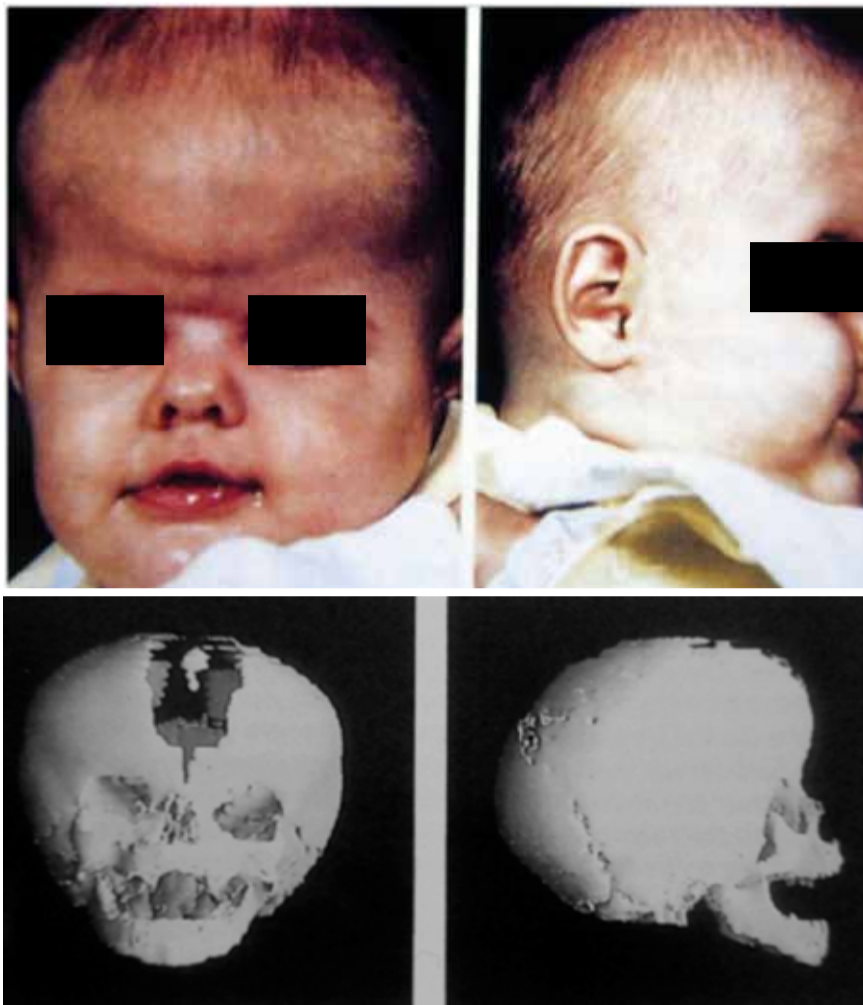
a sinistra, bambino di 6 mesi affetto da brachicefalia con la tipica "testa corta". La brachicefalia è una sinostosi coronale bilaterale. A destra, TC-3D dello stesso bambino: è evidente la sutura precoce delle coronali, mentre permane aperta la sutura sagittale e metopica.
